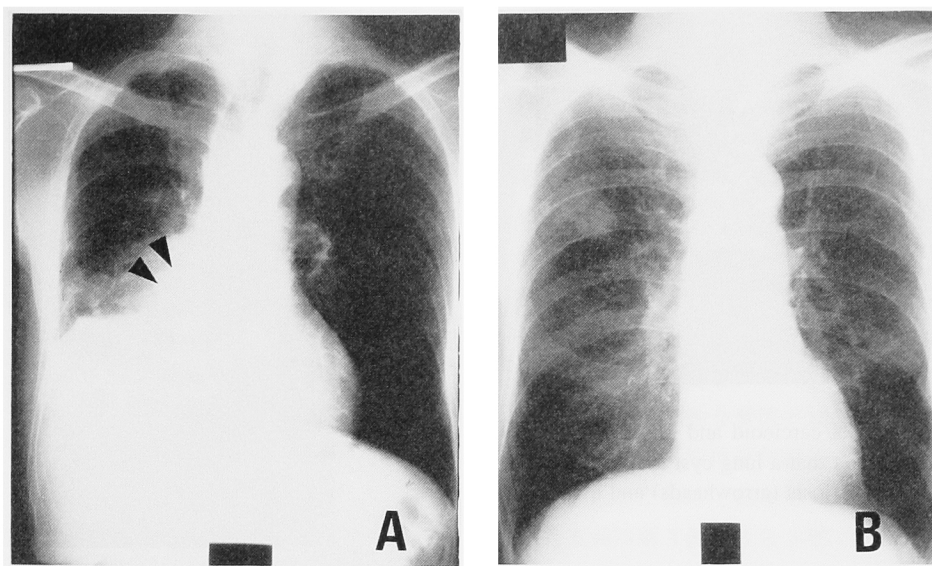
Chest plain radiographs of patients with mixture of lung cancer and active pulmonary mycobacteriosis. (A) Case 1 (squamous cell carcinoma and tuberculosis). A tumor shadow (arrowheads) accompanied by pleural effusion is found, but a mycobacteriosis shadow is unclear. (B) Case 4 (adenocarcinoma and *M. abscessus* disease). A tumor shadow is evident, but a mycobacteriosis shadow is not identified.
